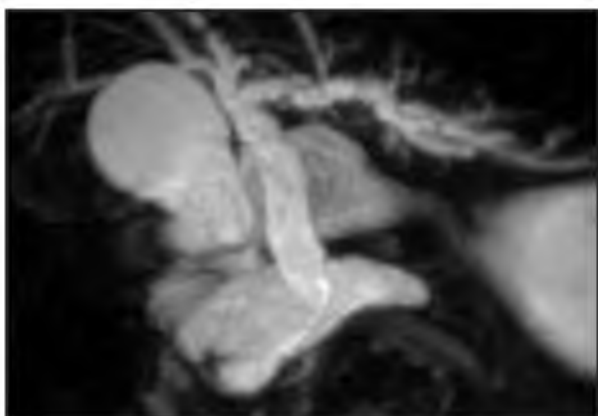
МРТ, объемная МIP реконструкция. Расширение общего желчного и долевых протоков, панкреатического протока, переходящего в кистозно-салидное образование на уровне головки
